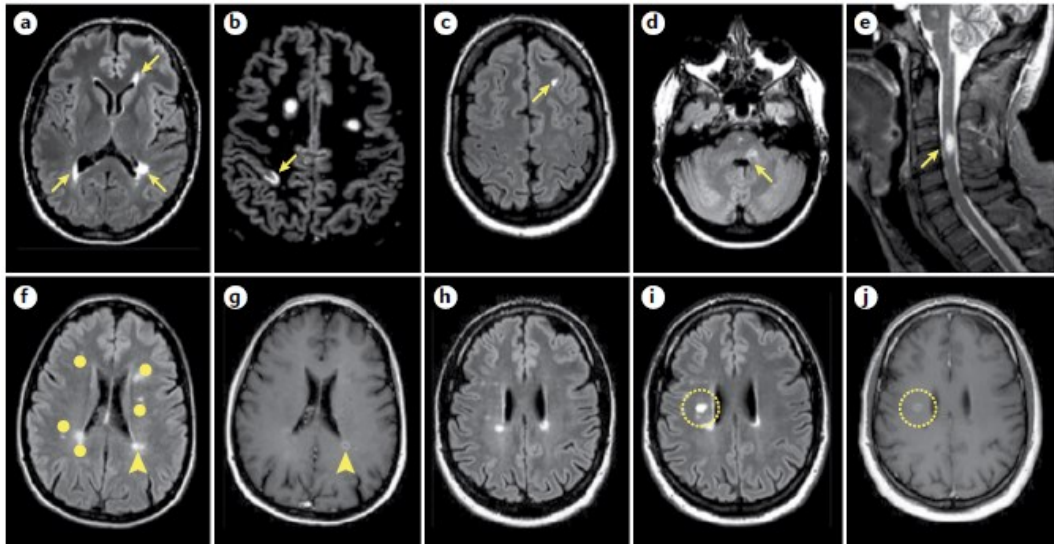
a–e | La disseminazione nello spazio (DIS) può essere dimostrata da una o più lesioni iperintense in T2 in due o più aree delle quattro tipiche del sistema nervoso centrale (frecce), con la rimozione della distinzione tra lesioni sintomatiche e asintomatiche. Le lesioni periventricolari sono mostrate nella sezione *a*. Lesioni corticali o iuxtacorticali sono mostrate nelle sezioni *b* e *c*. Le lesioni infratentoriali sono mostrate nella sezione *d*. Una lesione del midollo spinale è mostrata nella sezione *e*. *f–j* | La disseminazione nel tempo (DIT) può essere dimostrata alla MRI dalla presenza simultanea di lesioni captanti gadolinio e non (sezioni *f*, *g*) in qualsiasi momento e con la rimozione della distinzione tra lesioni sintomatiche e asintomatiche, oppure da una nuova lesione iperintensa in T2 e/o lesione captante gadolinio alla risonanza magnetica di follow-up rispetto al basale (sezioni *h–j*). Diverse lesioni della sostanza bianca sono visibili in sequenza FLAIR (sezione *f*): una di queste mostra la captazione di gadolinio (freccia) nella sequenza post-contrasto (sezione *g*). Rispetto alla sequenza FLAIR basale (sezione *h*), una nuova lesione T2 iperintensa e captante il gadolinio (cerchiata) è visibile nella FLAIR di follow-up (sezione *i*) e nelle sequenze post-contrasto (sezione *j*). Adattato da *Filippi et al. Primer 2018*.
